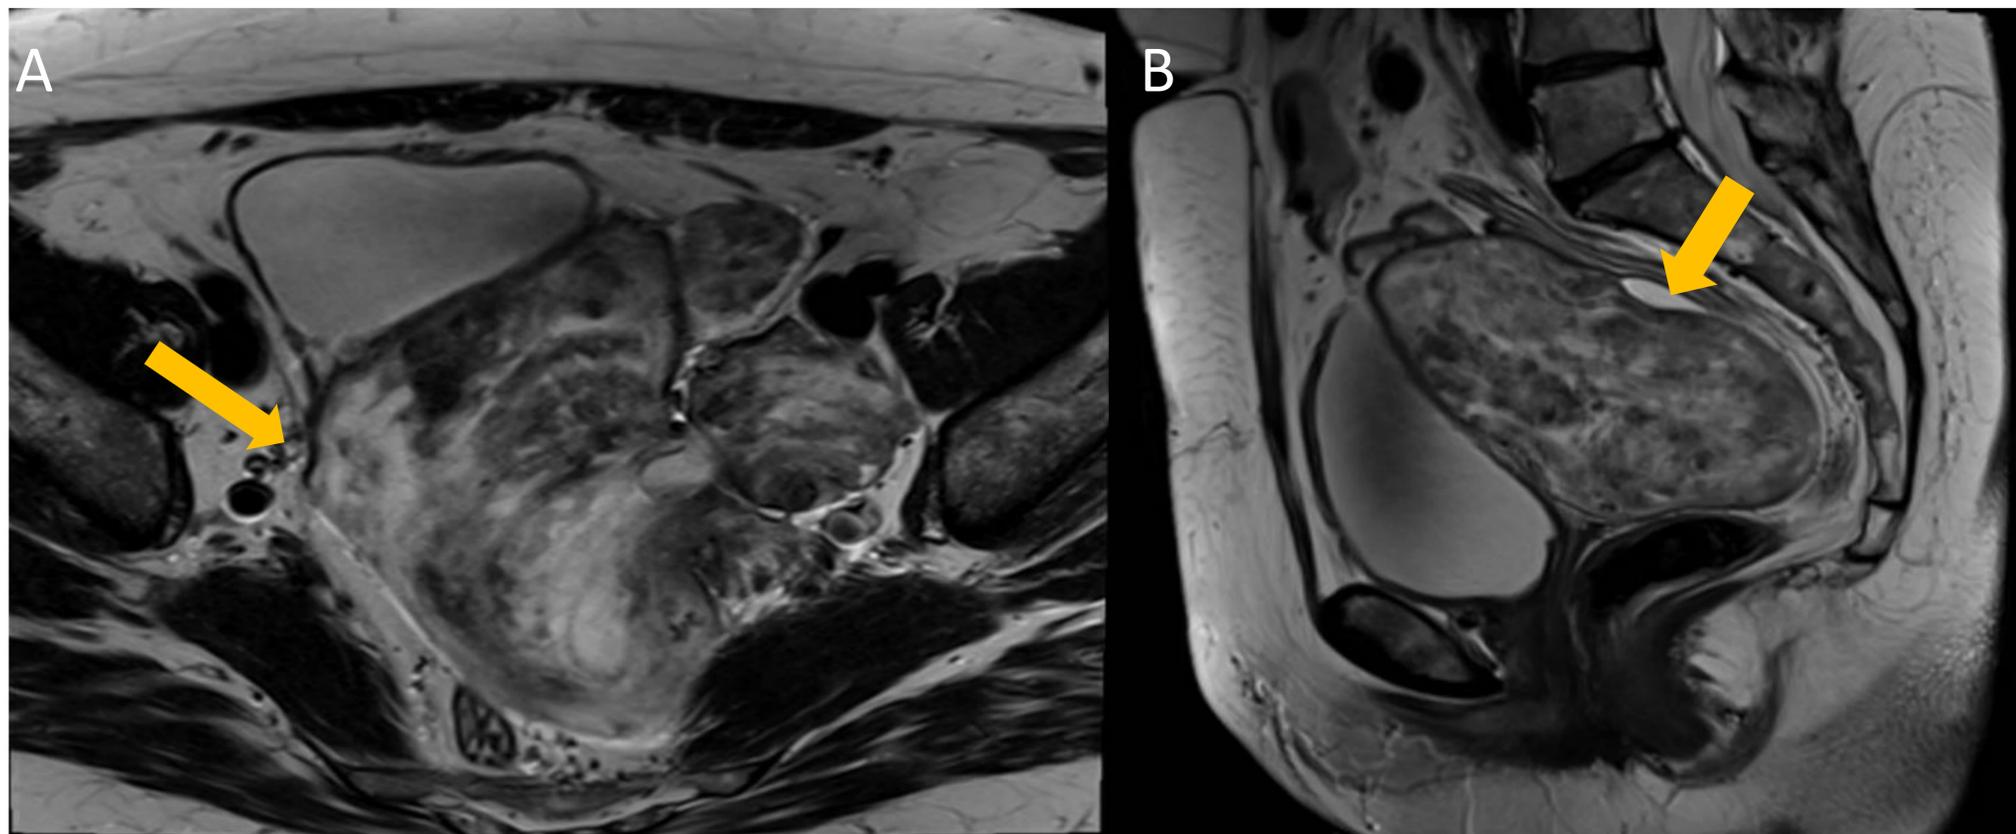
Secuencia potenciada en T2 de RM pélvica de paciente con antecedentes de histerectomía por miomas. (A) Imagen axial, se observan varias tumoraciones pélvicas sólidas y heterogéneas con tendencia a confluir, en relación con leiomiomas en el lecho de la histerectomía (ocupando el receso rectovesical) con extensión hacia el área inguinocrural izquierda desplazando mínimamente la vejiga lateralmente.
